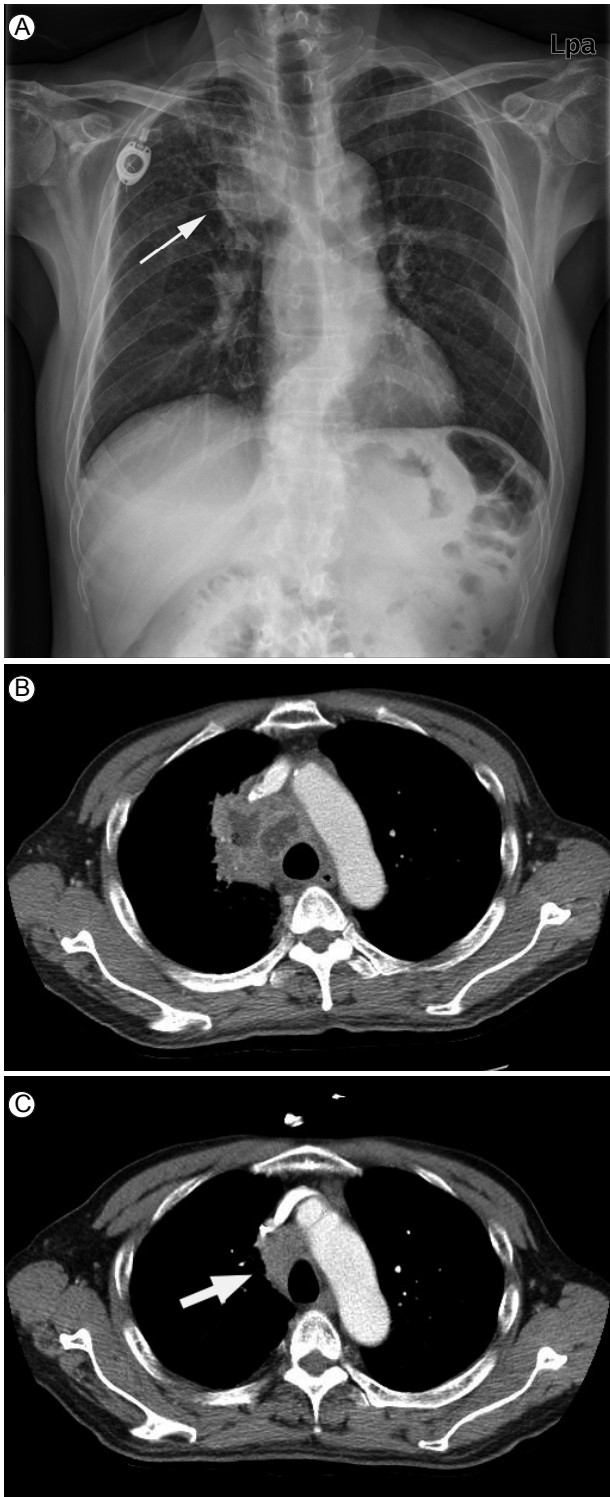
(A) Chest X-ray identified a mass-like opacity (white arrow) in the right paratracheal region. (B) Contrast-enhanced chest computed tomography revealed an ill-defined heterogeneously enhanced 5.5-cm mass in the right paratracheal region. (C) The mass dramatically regressed following 2 months of antibiotic treatment (white arrow).
